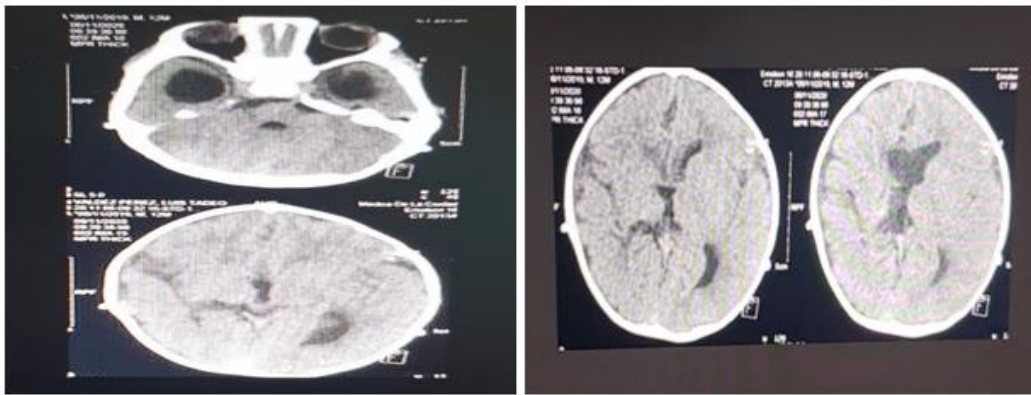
Tomografía de cráneo tomada un día antes del egreso hospitalario.Figura 3. Tomografía de seguimiento al año de edad.
